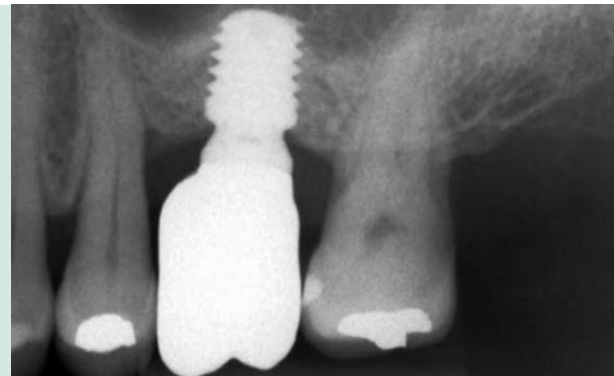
Segunda fase del implante tras cinco meses desde su inserción. En la radiografía se observa la estabilidad del tratamiento y el engrosamiento óseo logrado con el implante y la técnica de inserción. Podemos ver también el transeptal unitario para la realización de la corona.
